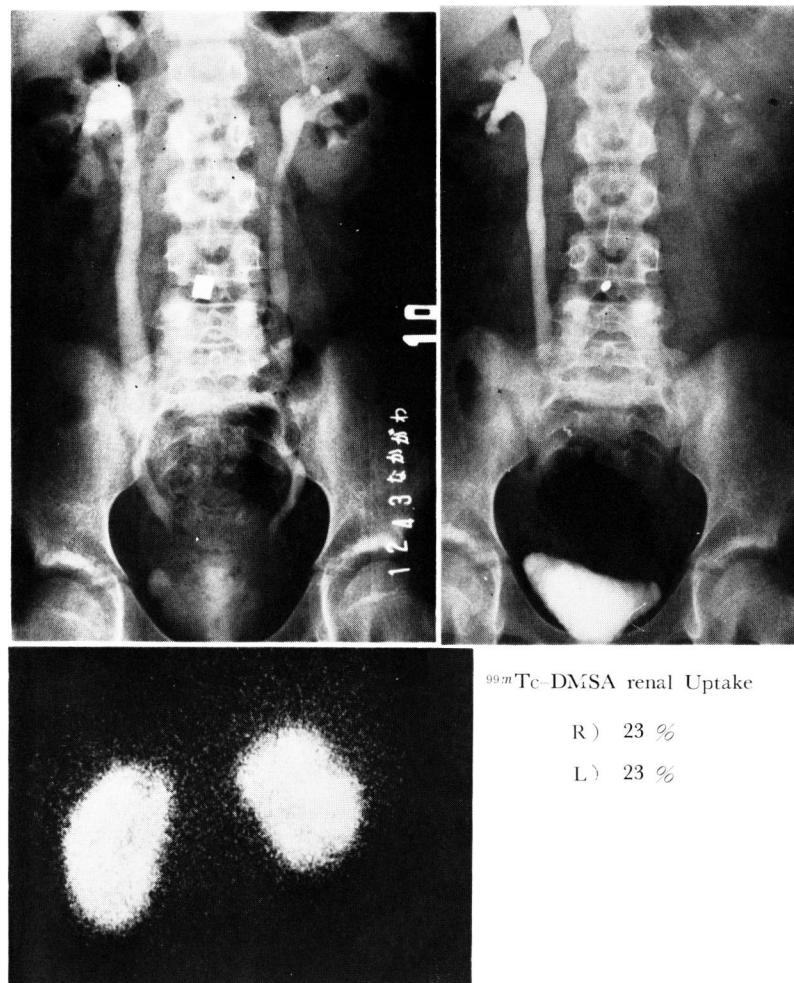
Preoperative IVP (upper left), VCG (upper right) and renal scintigram (lower left) in the case M.N. with bilateral VUR.
